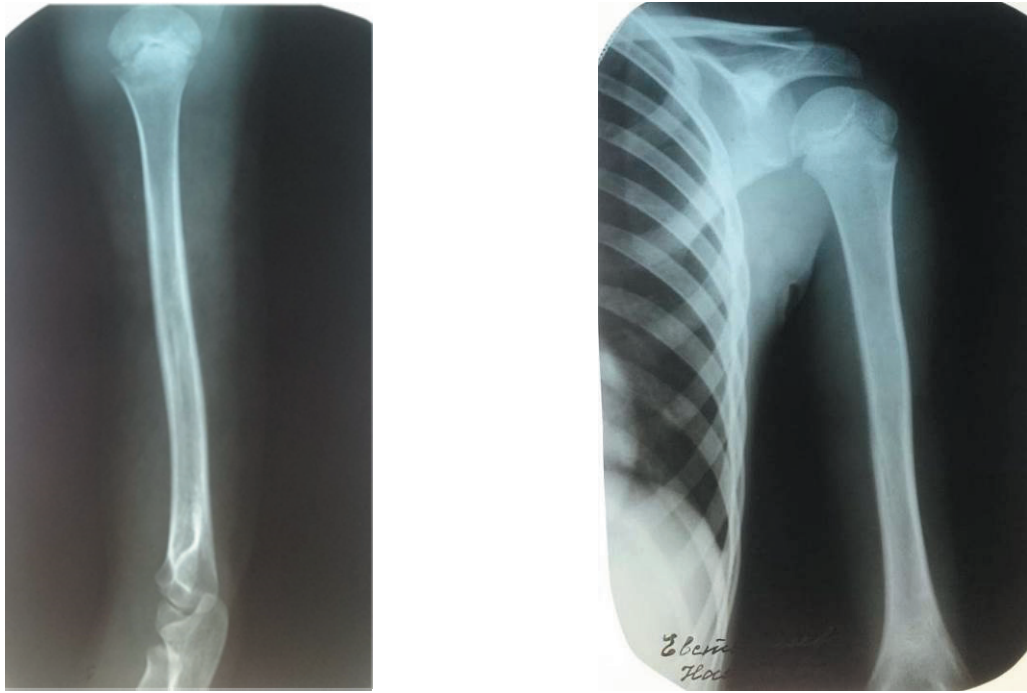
Рентгенограмма плечевой кости в двух проекциях. Острый гематогенный остеомиелит левой плечевой кости (11 сутки)
